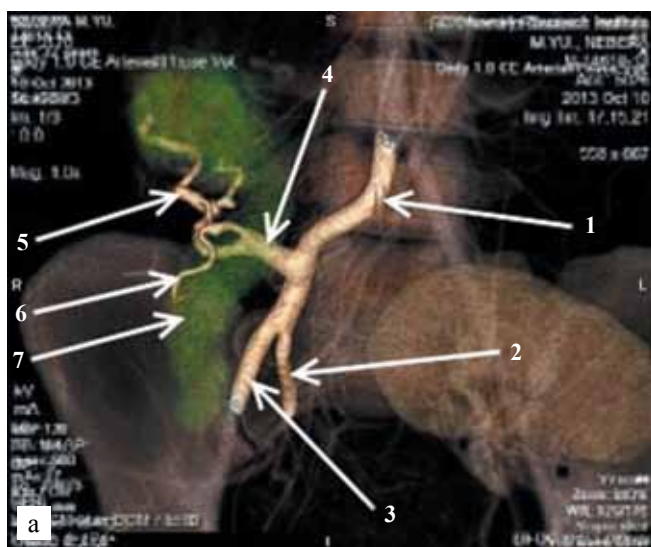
Трехмерные реконструкции данных МСКТ с контрастным усилением в динамике: а – 14-е сутки после трансплантации; б – 2 года после трансплантации. 1 – общая подвздошная артерия; 2 – внутренняя подвздошная артерия; 3 – наружная подвздошная артерия; 4 – Y-образный сосудистый протез ТПЖ; 5 – ВБА ТПЖ; 6 – селезеночная артерия ТПЖ; 7 – контуры паренхимы трансплантата поджелудочной железы
